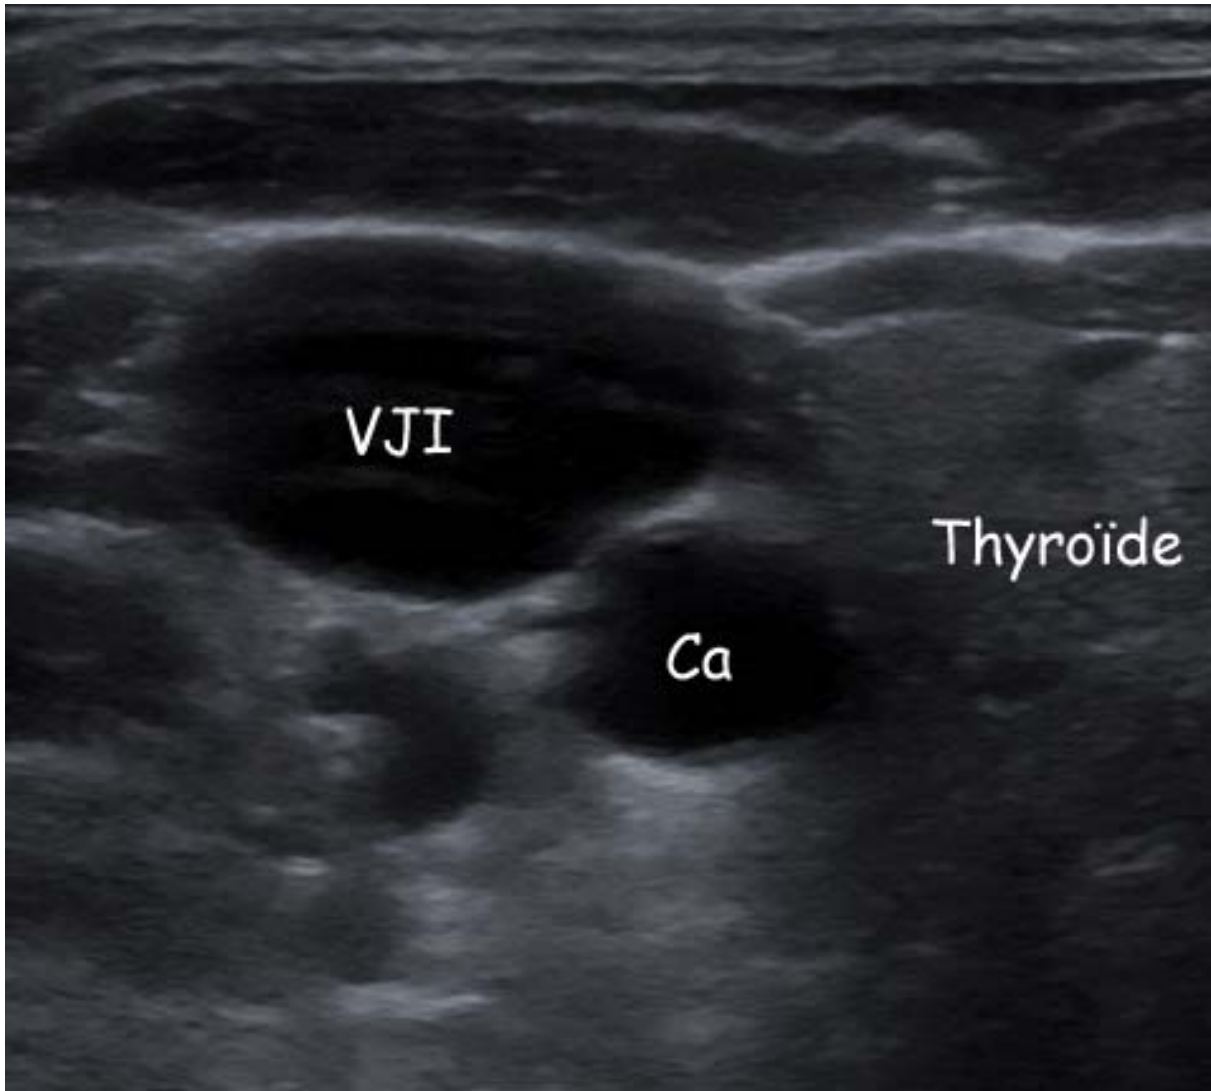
Coupe échographique au sommet du triangle de Sédillot avec le lobe thyroïdien droit, la carotide (Ca) et la veine jugulaire interne (VJI). L'aspect en double contour de la paroi de la carotide est caractéristique des artères.
